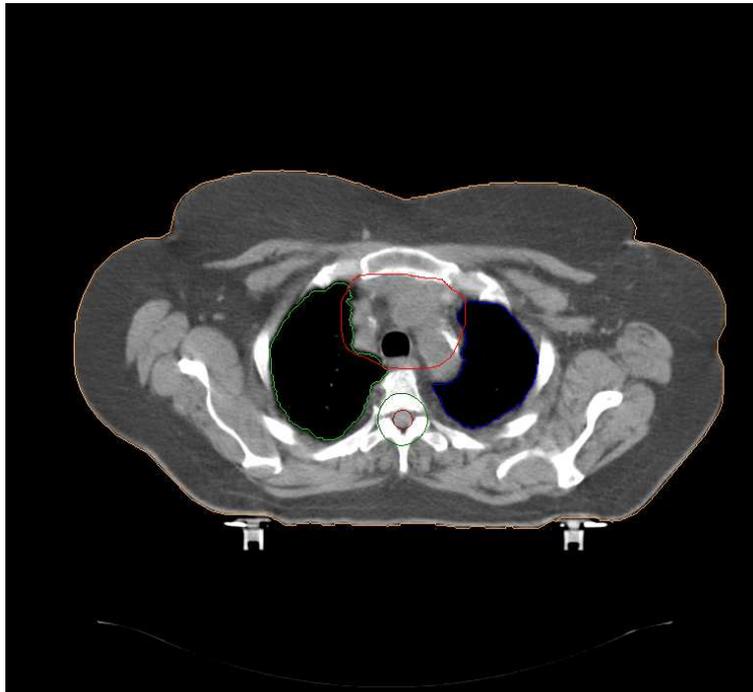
Scansione assiale TC con contornamento del volume bersaglio (rosso chiaro) e di alcuni organi a rischio: polmone sinistro (blu), polmone destro (verde chiaro), midollo spinale (rosso scuro), midollo espanso (verde scuro) ovvero midollo spinale con margine di sicurezza per ovviare ad eventuali errori di posizionamento.
